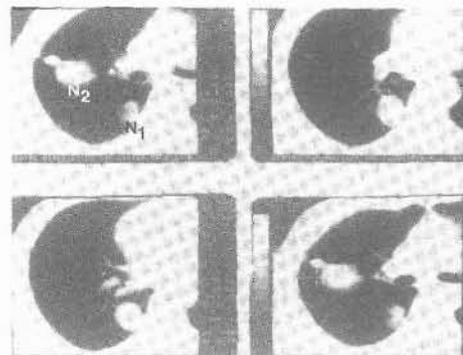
Tomografía axial computada en la que se demuestran dos lesiones redondeadas: una peritérica (N1) en el lóbulo inferior y otra intraparenquimatosa en el lóbulo superior (N2).
